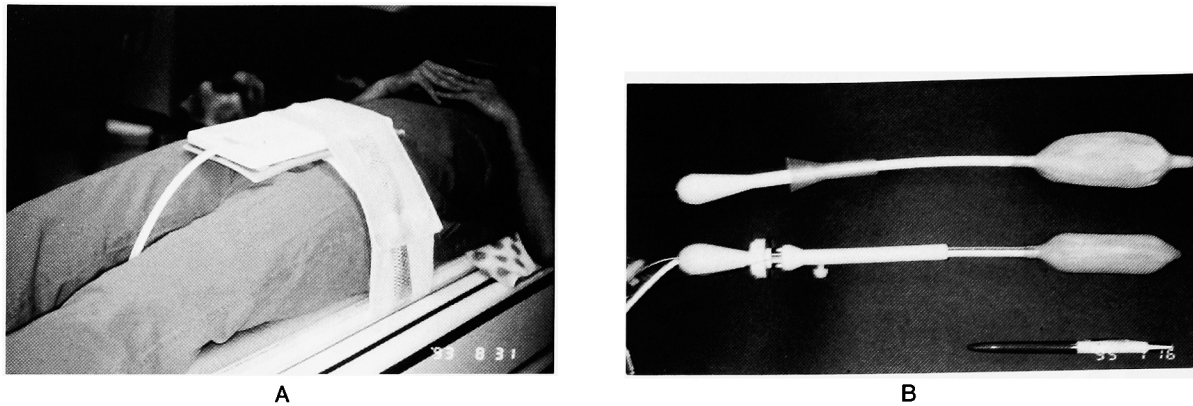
MR imaging with various coils. A: Phased-array coil (PAC). B: Two types of endorectal coil (ERC).
